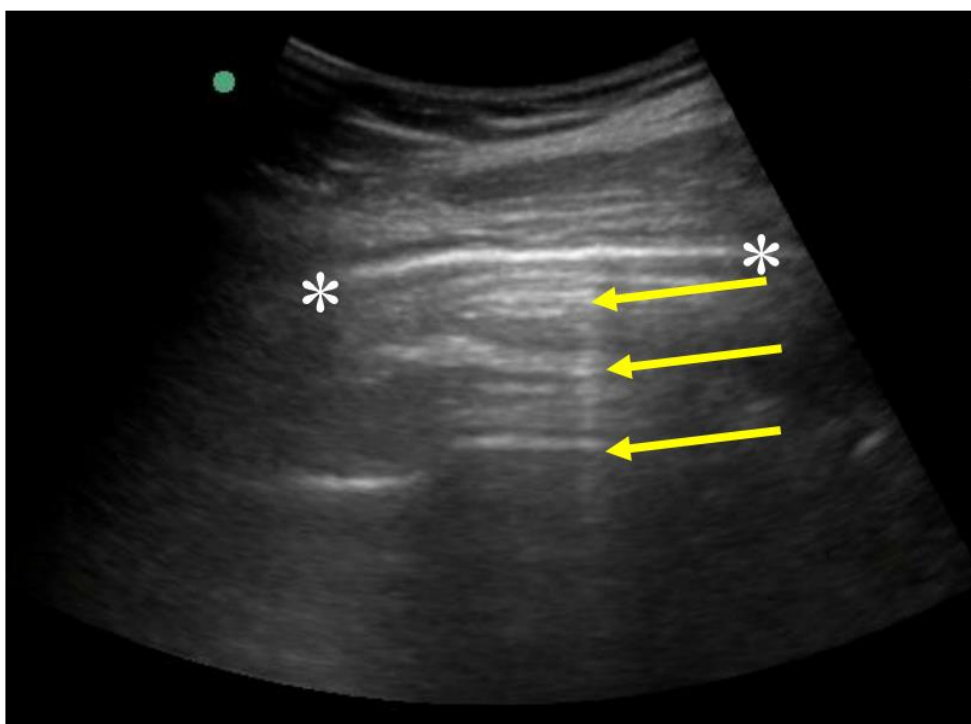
Ultrassonografia de pulmão com linha A
